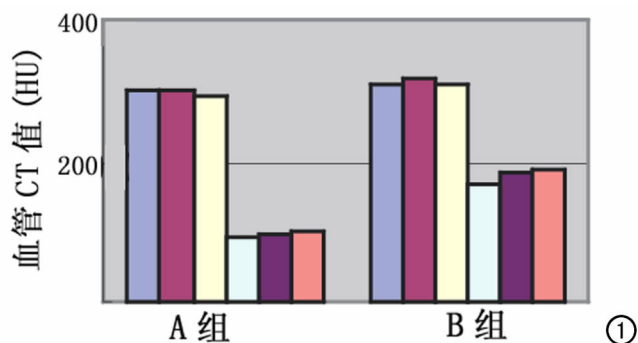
两组扫描方式各段颈动脉、颈静脉条形图。A 组及 B 组从左至右分别代表颈动脉近、中、远段, 颈静脉近、中、远段血管 CT 值。
